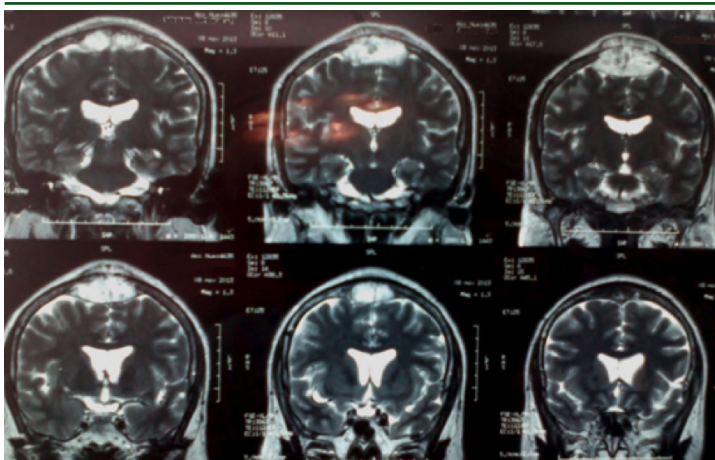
Tomografía axial computarizada (TAC) cerebral: Se evidencia la presencia de una lesión frontoparietal bilateral en la línea media con compromiso de ambas tablas ósea.
